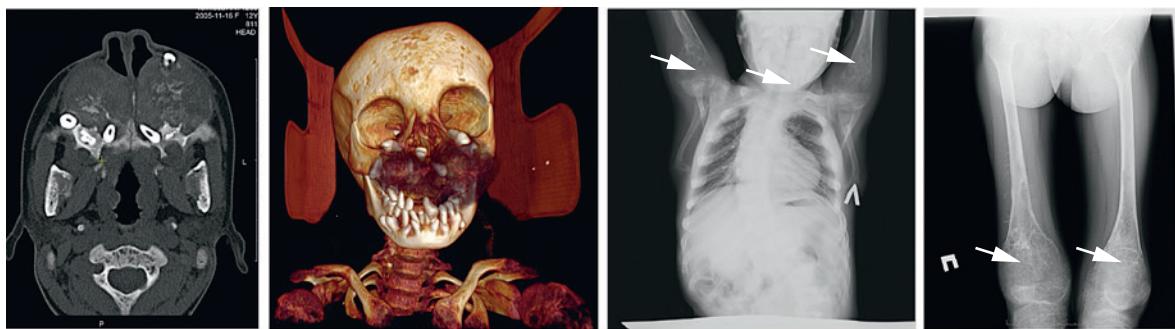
КТ и обзорные рентгенограммы грудной клетки и бедер девочки Т. 12 лет (стрелками обозначены колбовидные расширения в проекции метафизарных зон)
